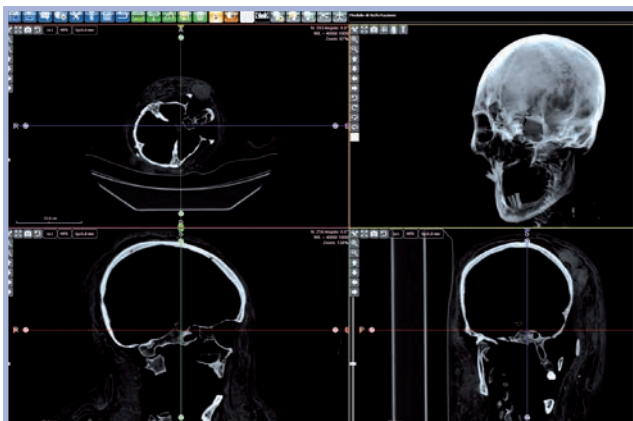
Esame TC visualizzato sul software
